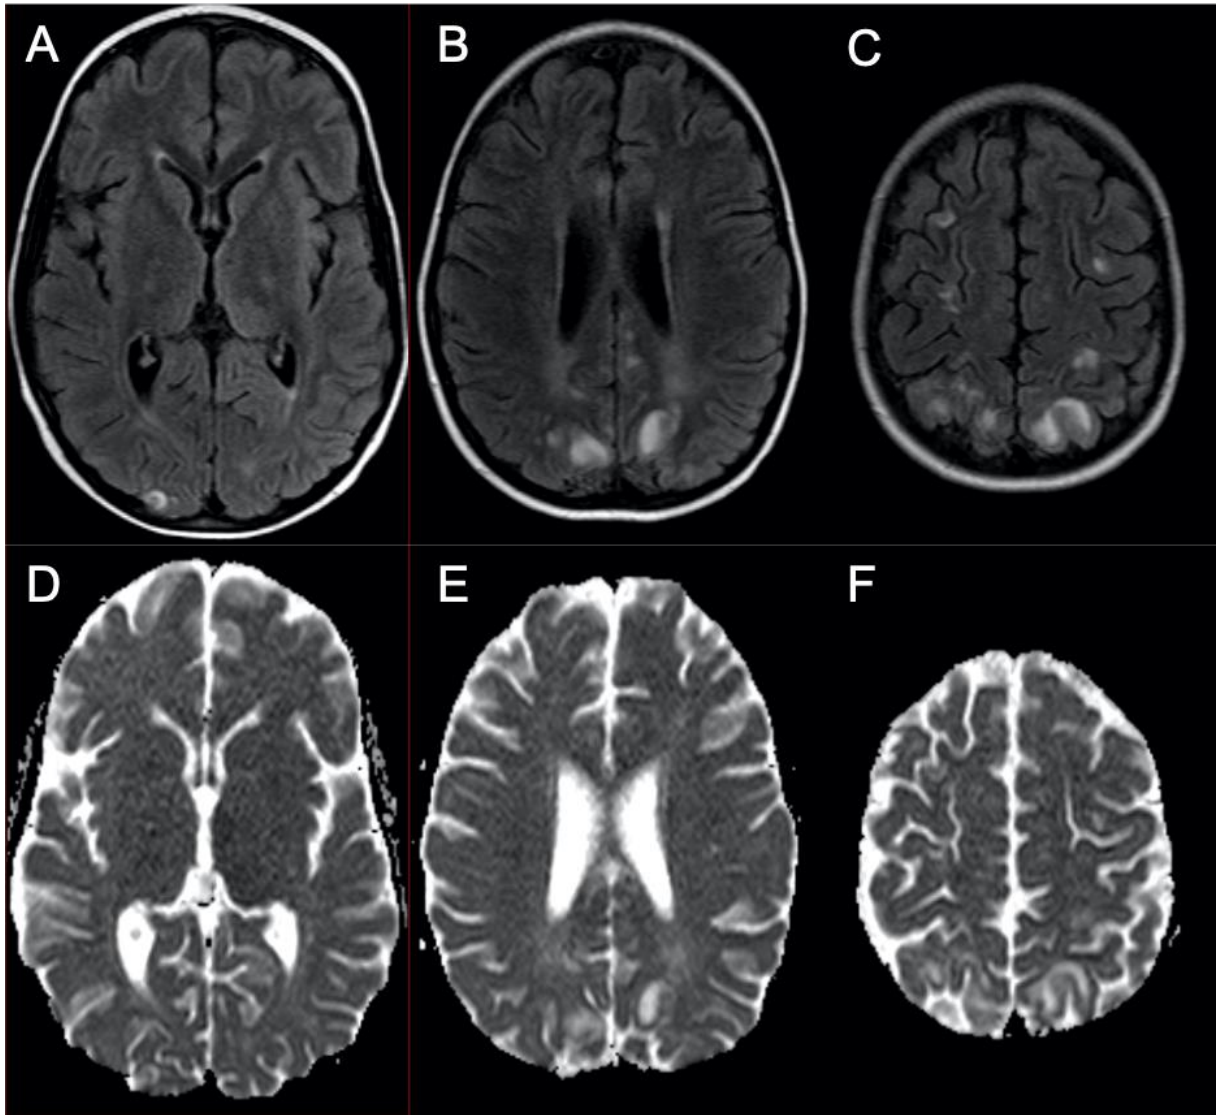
Cas 51 : Enfant de 7 ans : crise épileptique partielle avec hypertension sévère au cours de la phase d'intensification d'une LAL pré-B. L'IRM montre en FLAIR (A-C) un hypersignal de la substance blanche sous-corticale de topographie plutôt postérieure occipito-pariéto-frontale bilatérale et asymétrique. Les hypersignaux FLAIR se traduisent en accélération de diffusion sur l'ADC (D-F). Une IRM de contrôle réalisée 3 mois plus tard montre une restitution ad integrum du parenchyme cérébral. Ces anomalies sont compatibles avec un PRES.
